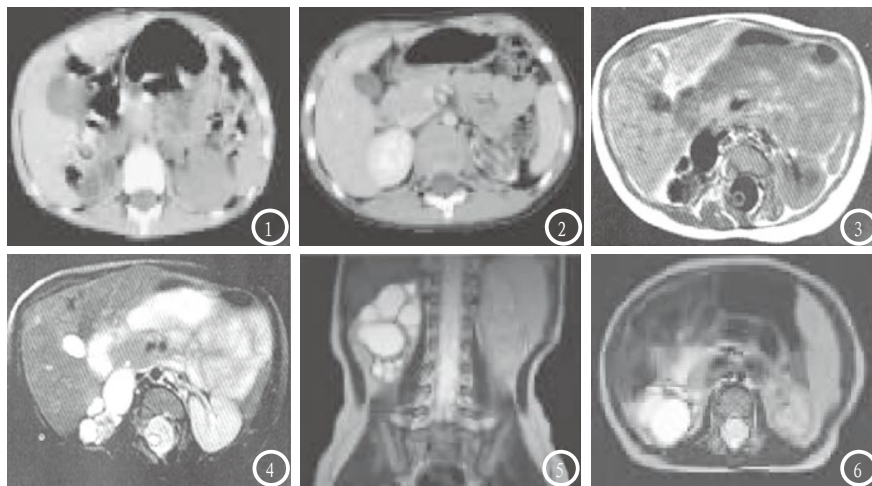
右肾MCDK, CT平扫呈葡萄串状低密度影; 图2为CT增强扫描, 输尿管未见造影剂进入; 图3-4为MRI检查, 患肾内有较多T1WI呈低信号、T2WI呈高信号的囊状影; 囊肿T1WI、T2WI均呈等信号; 图5-6为MRU, 患肾呈多个大小不等的孤立囊性高信号影, 囊间界限清楚, 互不相通; 可见中心性大囊, 周围环绕多个小囊。
